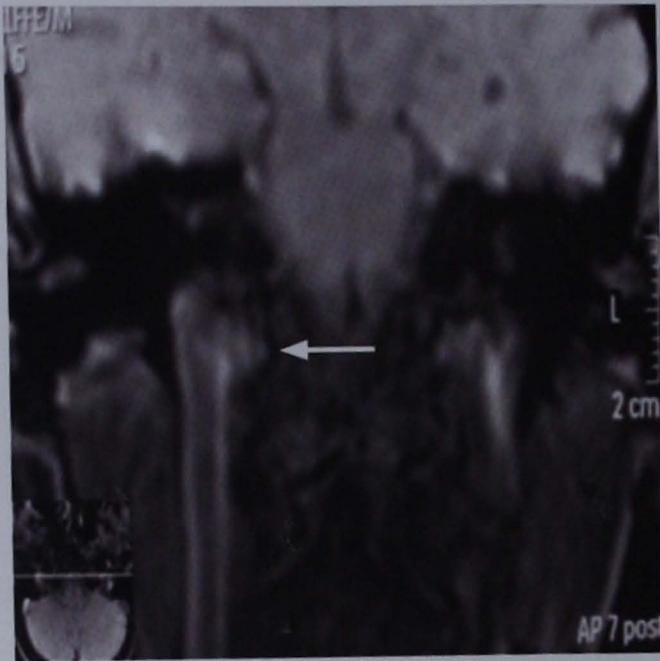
La resonancia magnética nuclear del oído muestra el golfo prominente de la vena yugular derecha.
